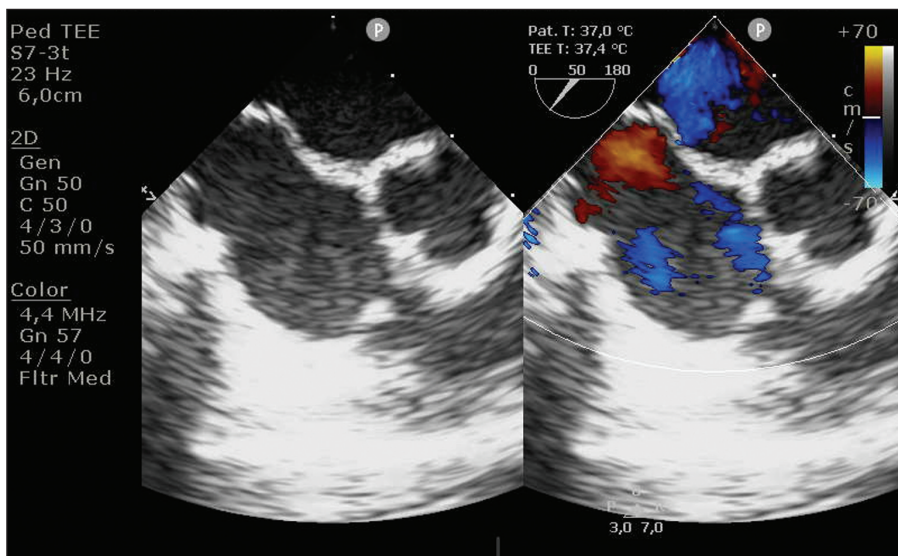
Трансэзофагеальная эхокардиография
